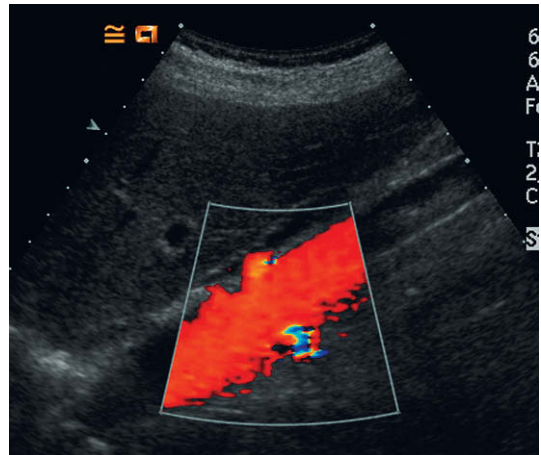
Imagen Doppler de flujo en color desde una posición oblicua posterior izquierda en la que se demuestra el origen de ambas arterias renales.
